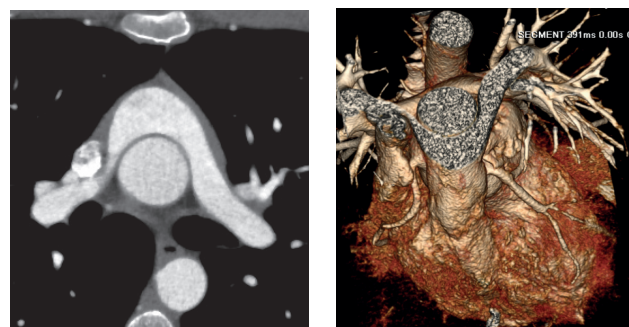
Мультиспиральная компьютерная томография с трехмерной мультипланарной реконструкцией. Деление легочного ствола над восходящей аортой. Правая и левая легочные артерии огибают восходящую аорту с обеих сторон и занимают всю ее переднюю полуокружность
